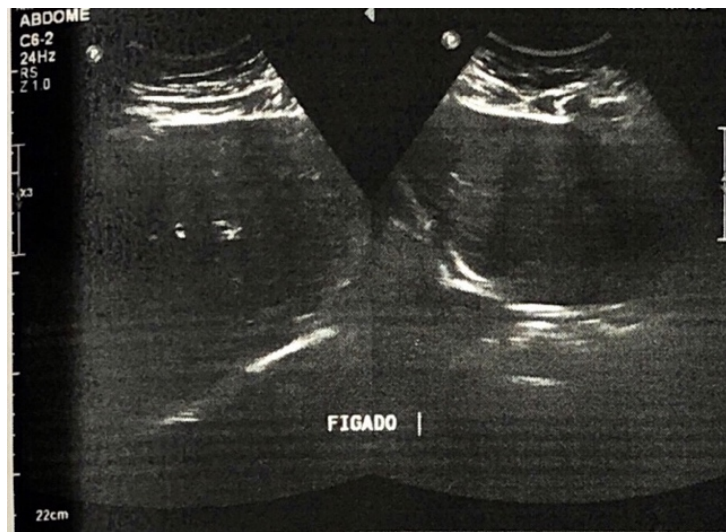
USG de abdome total revelou fígado de dimensões, morfologia, contornos e ecotextura preservados; ausência de líquido livre ou coleções.
